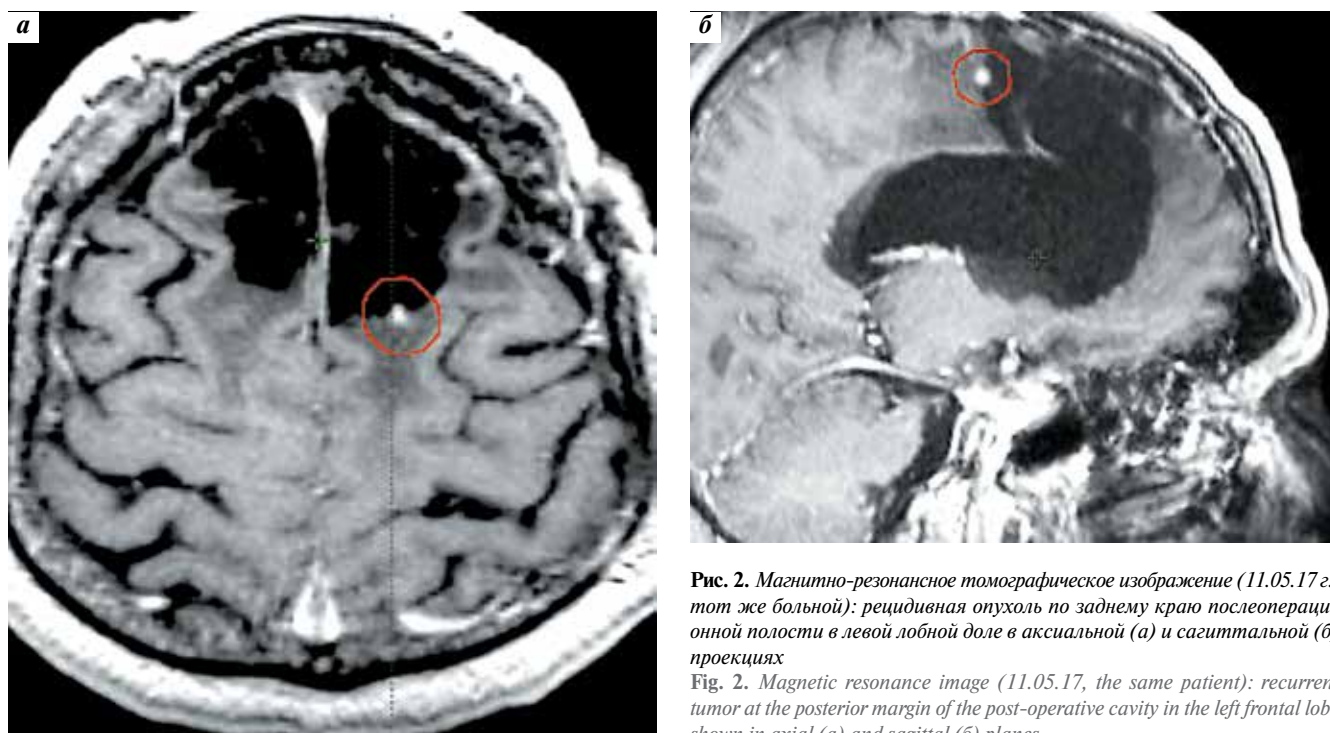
Магнитно-резонансное томографическое изображение (11.05.17 г., тот же больной): рецидивная опухоль по заднему краю послеоперационной полости в левой лобной доле в аксиальной (а) и сагиттальной (б) проекциях
